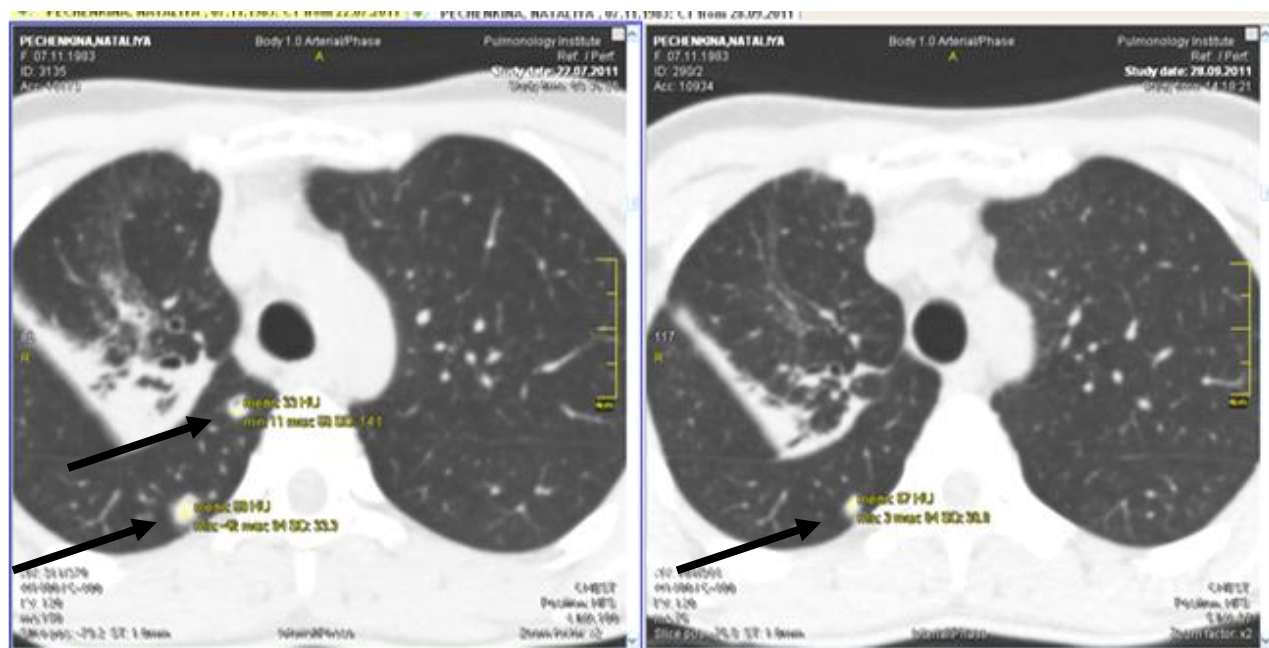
Аксиальні зрізи КТ хворого Р. до початку лікування (зліва) та після ІФ АМБТ (зправа) з даними денситометричних показників (стрілками вказані вогнища)
